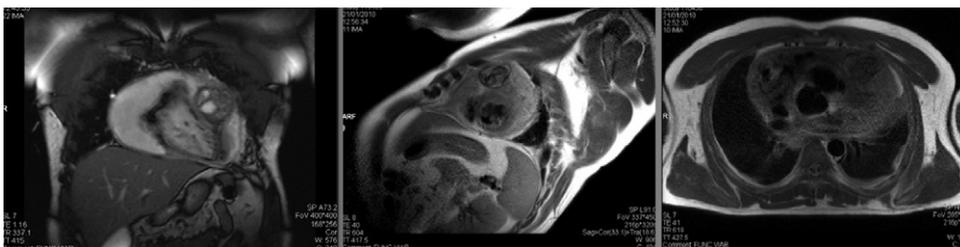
Resonancia magnética. Secciones a nivel cardíaco. Las imágenes muestran una masa intramiocárdica, de contenido heterogéneo, con imágenes vesiculares (volumen global de 100 ml).
